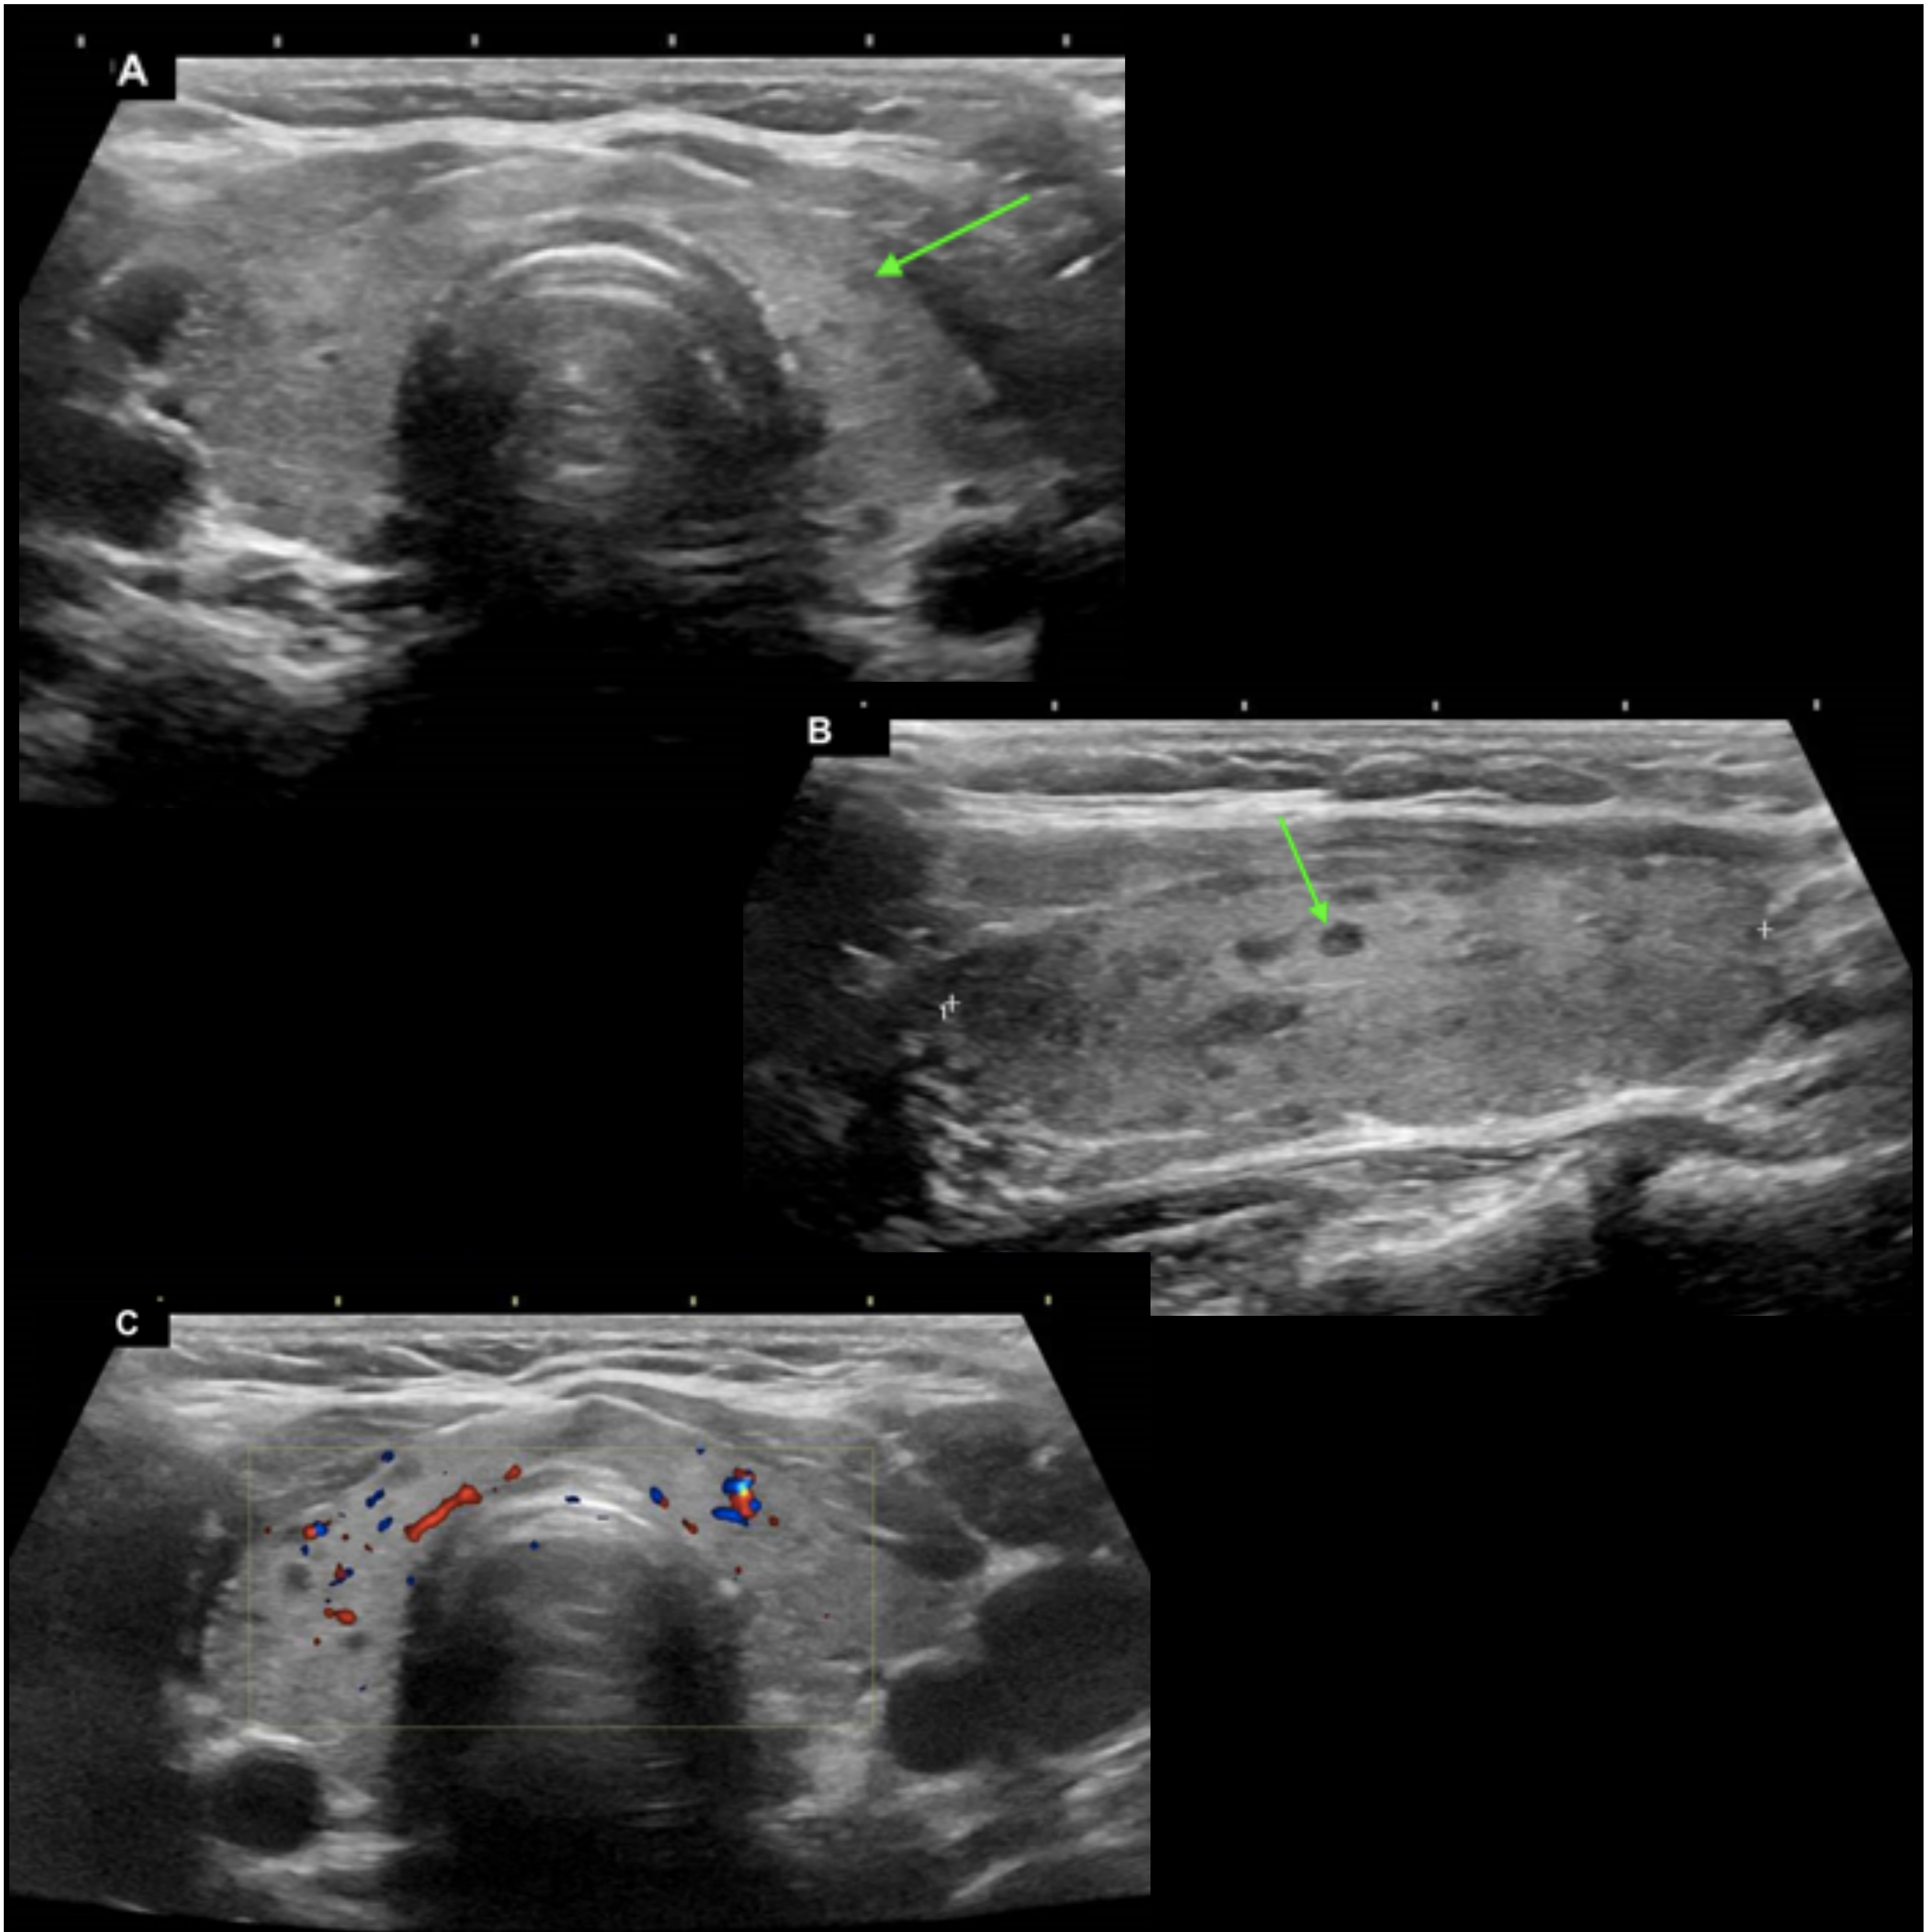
Tiroiditis de Hashimoto. Patrón micronodular. Ecografía de tiroides en modo b plano axial (A) y longitudinal (B) y en modo doppler en plano axial (C) . Se observa tiroides de tamaño normal con ecogenicidad mínimamente disminuida y ecoestructura heterogénea. Presenta micronódulos hipoeogénicos de 1-8mm (flecha verde) en ambos lóbulos y vascularización normal (C). Estos hallazgos son indicativos de tiroiditis de Hashimoto sin signos de actividad en paciente con clínica-analítica concordante.
